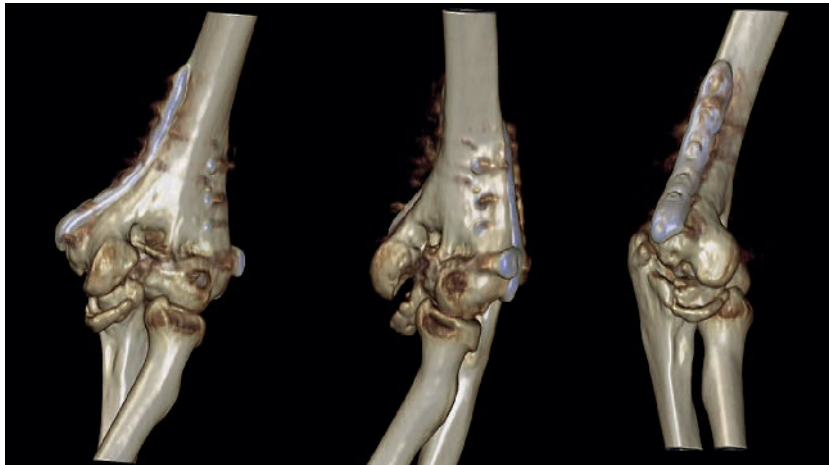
3D-gerenderte CT-Bilder einer 20-jährigen Patientin mit gemischt intraartikulärer/extraartikulärer Fehlstellung bei Z.n. distaler Humerusfraktur und bilateraler Plattenosteosynthese (Fall II). Es besteht Z.n. 2-facher geschlossener Mobilisation (Narkosemobilisation), der Ellenbogen ist massiv bewegungseingeschränkt (TROM > 30°) und massiv schmerzhaft. Beachte die beginnenden degenerativen Randanbauten an proximaler Ulna und die bereits schwere Zerstörung der distalen Trochlea.
